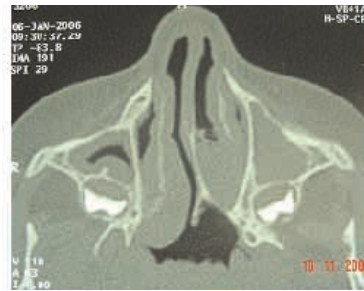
TDM (forme mixte)
